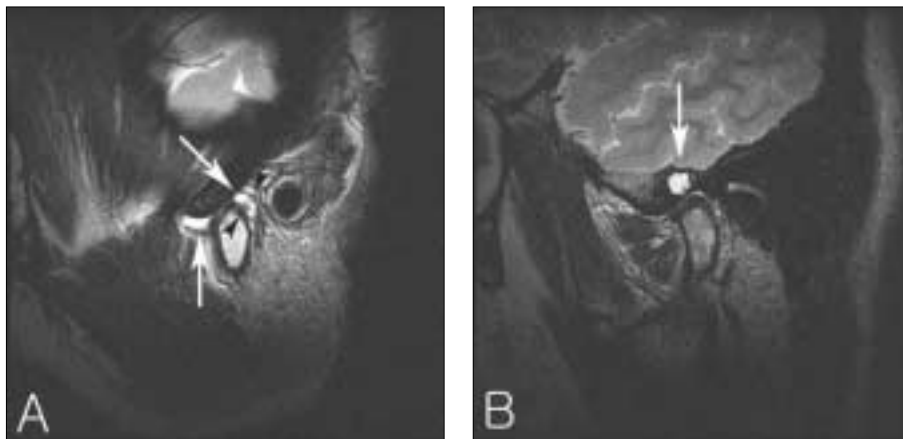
Preoperative MRI. Large amount of joint effusion(white arrow) and loose bodies(black arrowhead) in the superior compartment of right TMJ space(A), and cystic lesion in the squamous temporal bone are seen(B).
